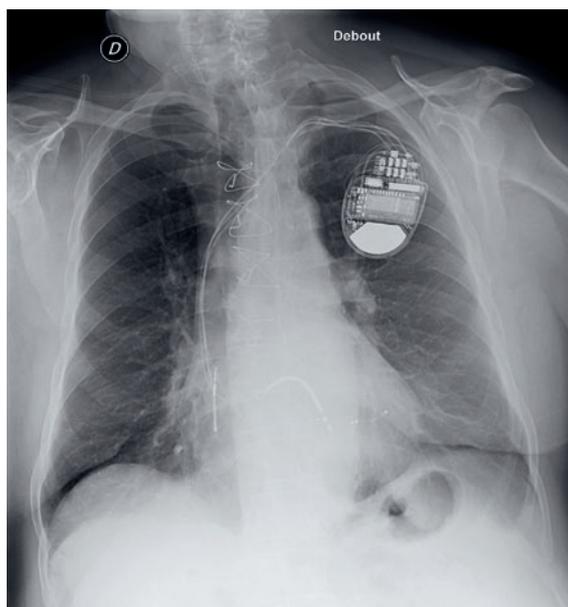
Eintritts-Thoraxröntgenbild im Stehen: mässige Kardiomegalie; der CRT-D und seine 3 Sonden liegen in korrekter Position. Wir danken Dr. N. Durmishi, Radiologe am RHNe, für die Aufnahme.
